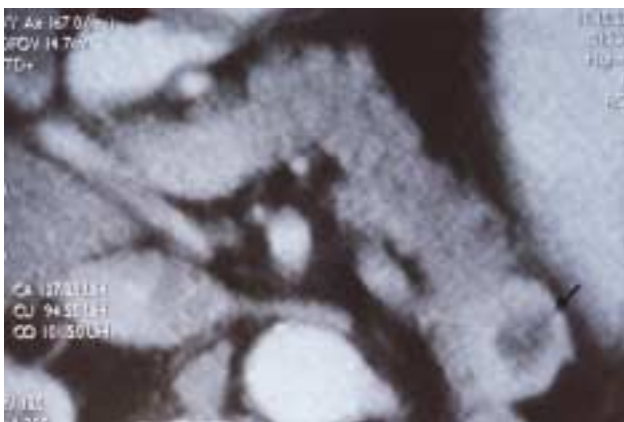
Tomografía computada del abdomen que muestra un nódulo de 2.7 cm, de bordes bien definidos en la cola del páncreas.
